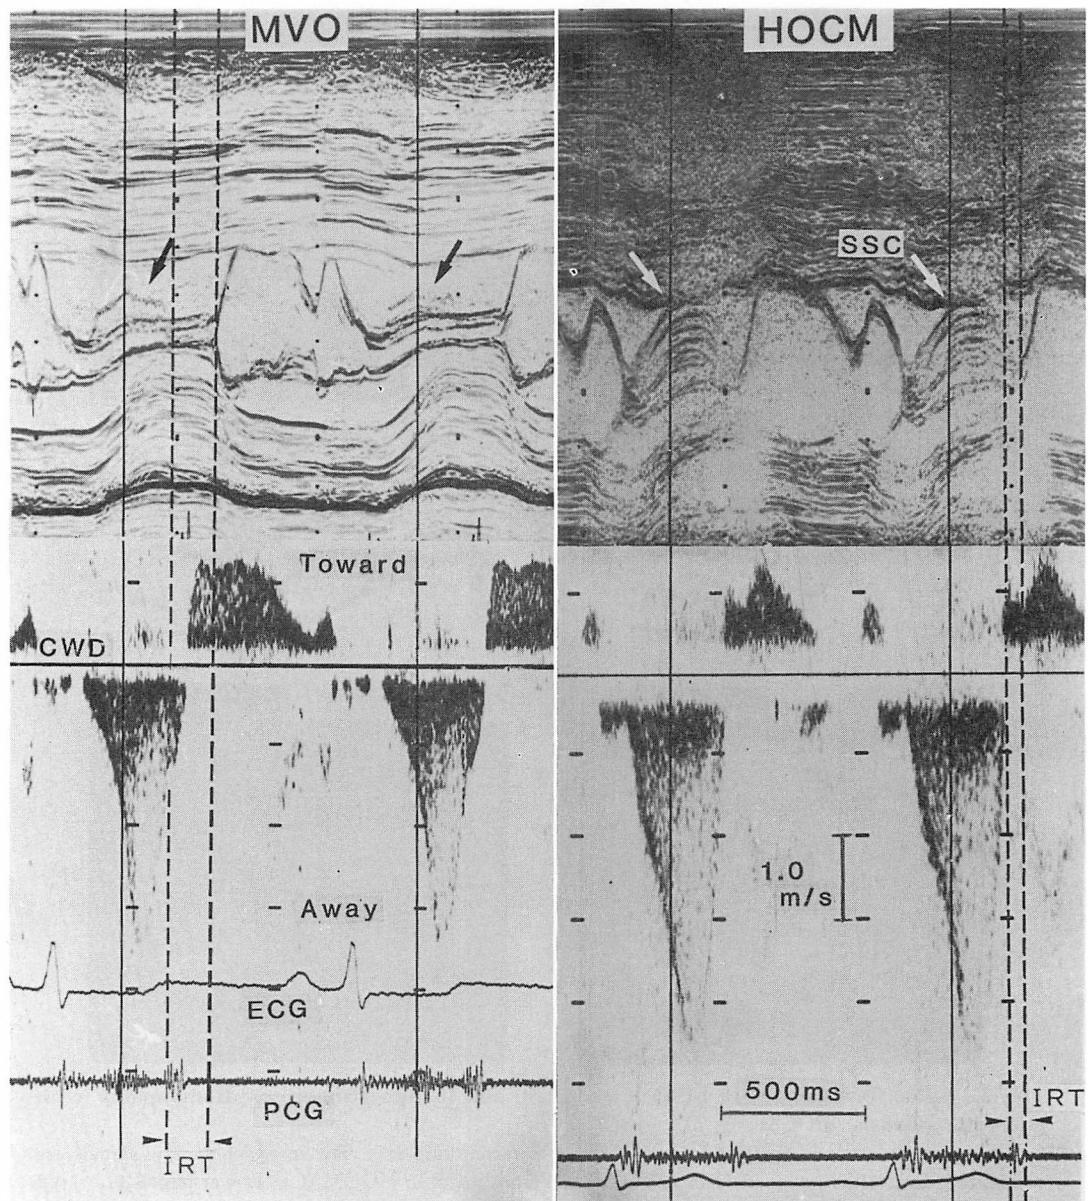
Mitral valve echocardiograms and continuous wave Doppler signals of the same R-R intervals.
